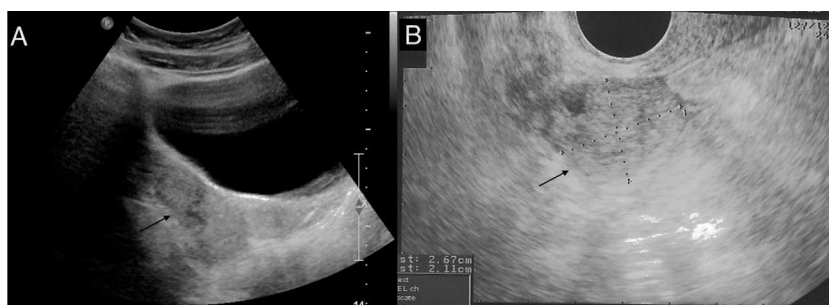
A) Ecografía transabdominal. B) Ecografía transvaginal. Estructura tubular heterogénea, predominantemente hiperecogénica, de localización posterior a la vejiga (flechas).
